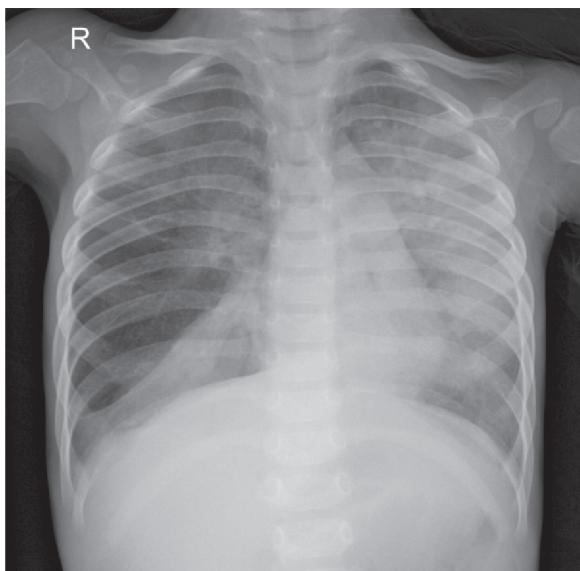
On admission, chest radiography shows atelectasis of right lower lobe, hyperaeration of right upper lobe, and diffuse ground glass infiltration in left hemithorax.
